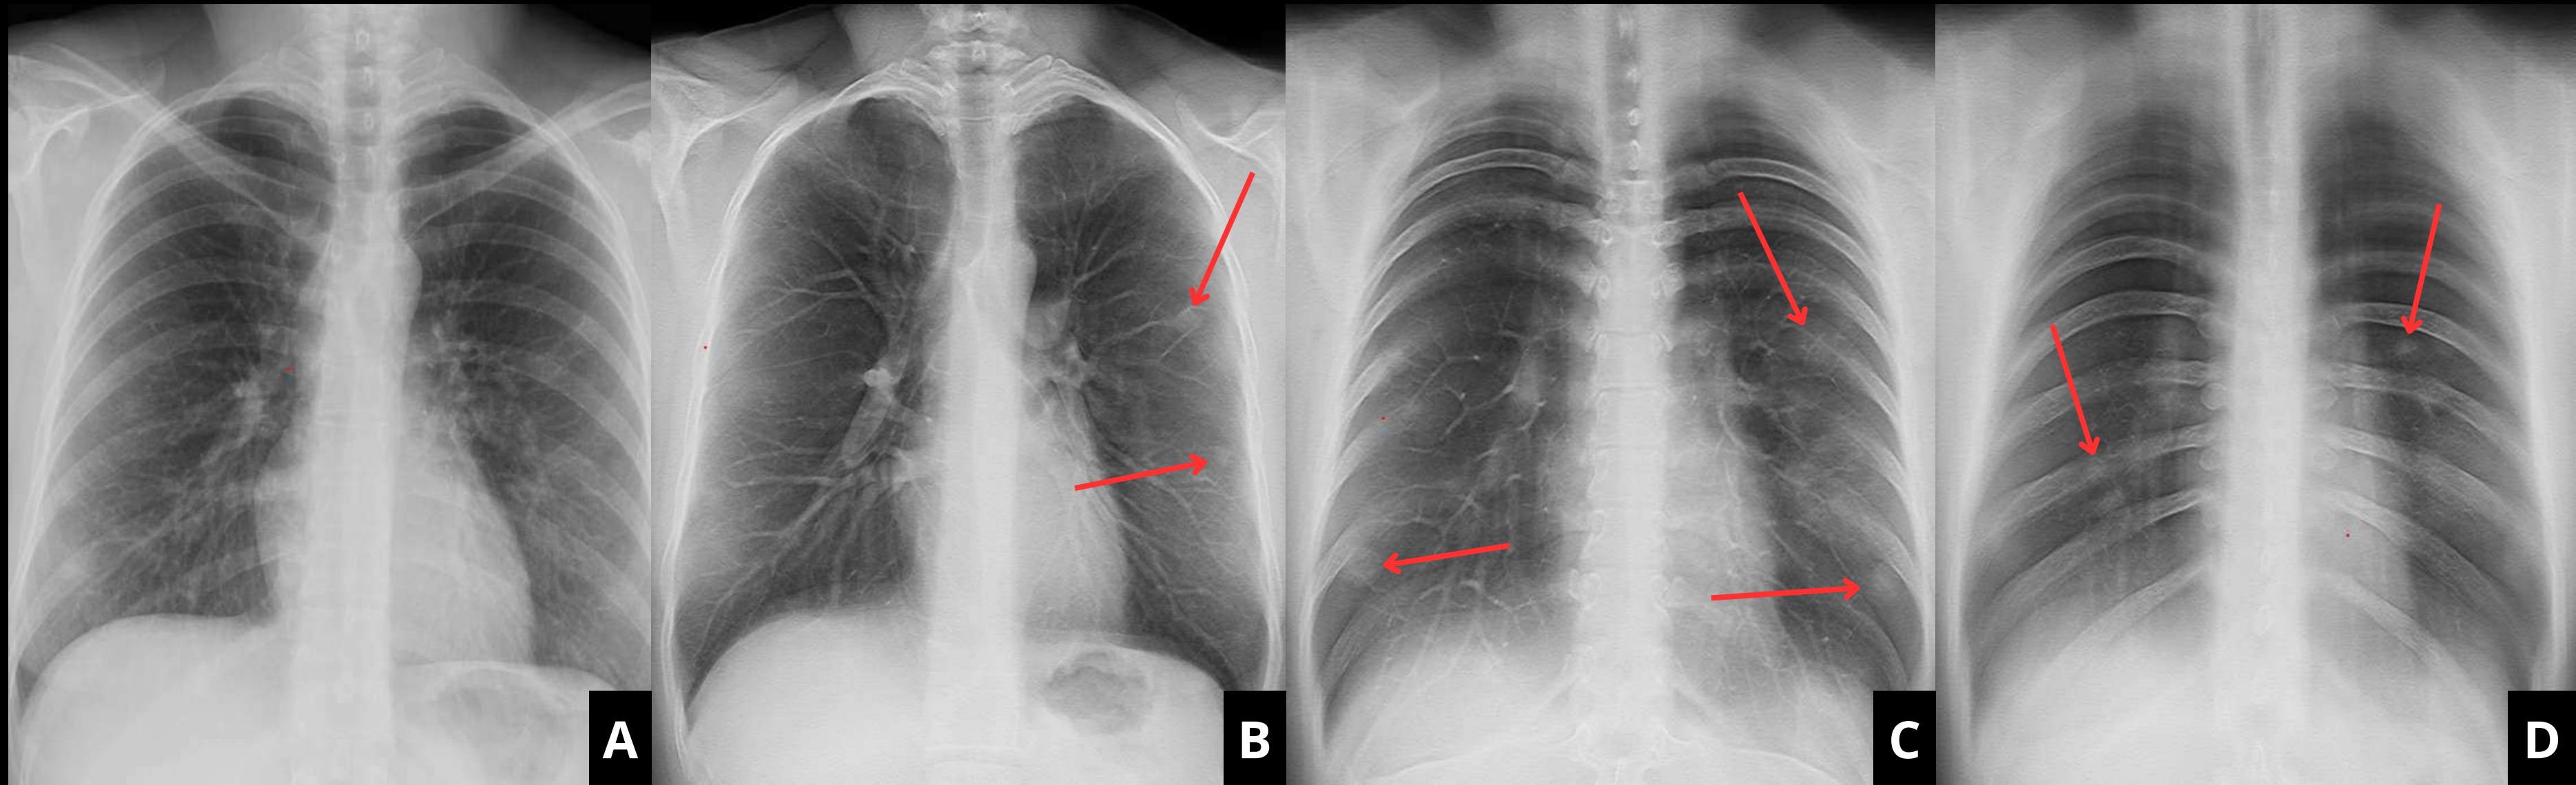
Radiografía de tórax PA (A) de un paciente con clínica infecciosa, condudosas consolidaciones nodulares en ambas bases, que podrían deberse a la superposición de estructuras. En la tomosíntesis (B, C y D) realizada se observan múltiples consolidaciones nodulares, algunas de ellas no identificadas en la radiografía previa, de probable etiología infecciosa en el contexto del paciente.
